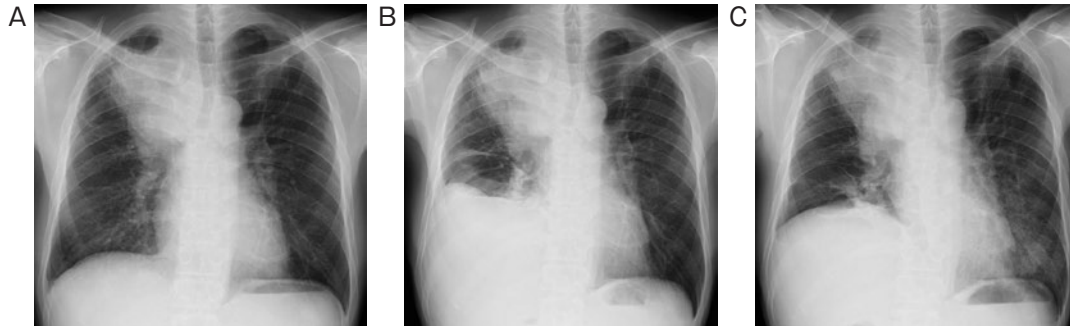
胸部X線写真。(A) ニボルマブ投与開始前、右肺野縦隔側に腫瘍陰影を認めた。(B) ニボルマブ投与2コース施行後、肺病変は増大し、胸水の出現を認めた。(C) ニボルマブ投与4コース施行後、肺病変は縮小し、胸水も減少した。
